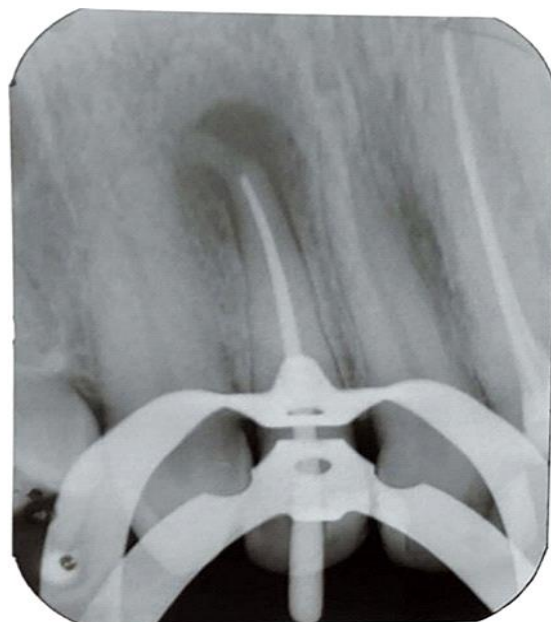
Radiografia periapical da prova do cone.
